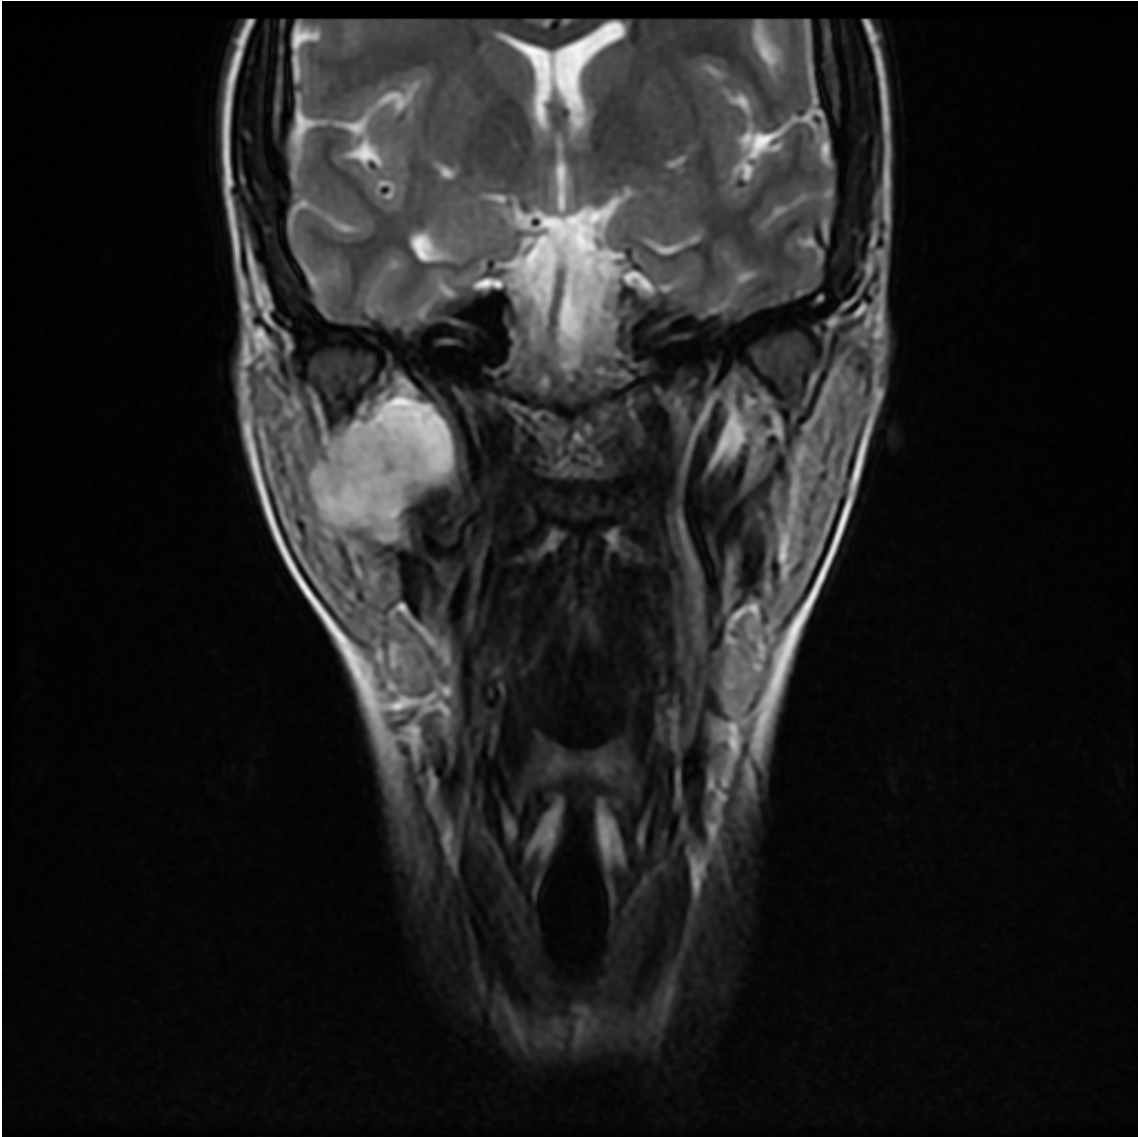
A. Adenoma pleomorfo parotídeo derecho con patrón en "dumbbell". RMN en secuencia T2, corte coronal.
